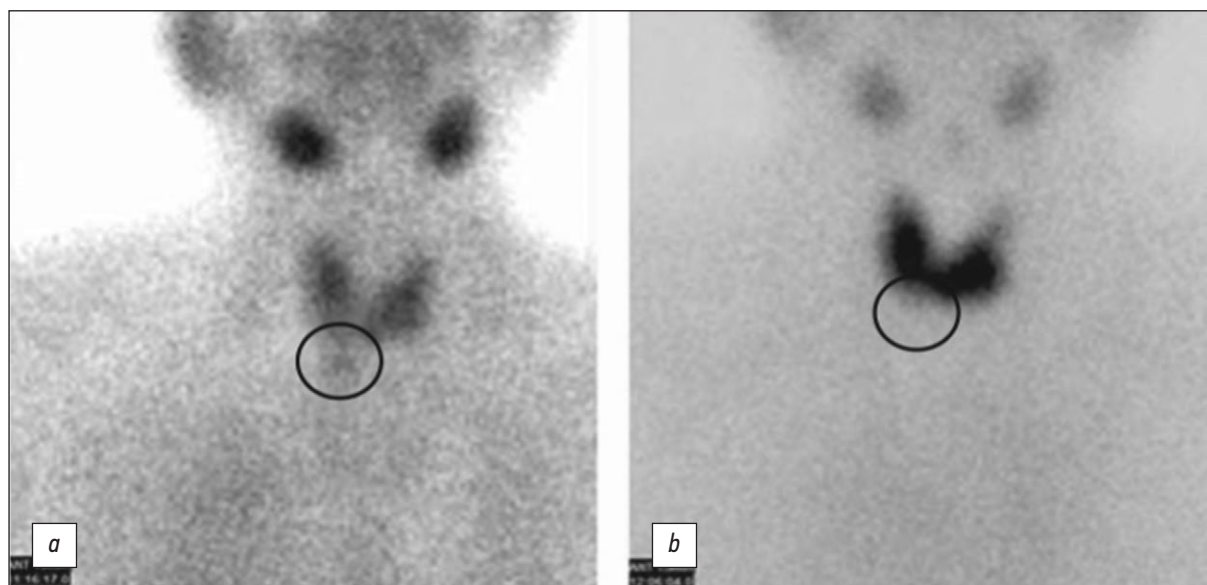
Двухизотопная сцинтиграфия: *a* — сцинтиграфия с ^{99m}Tc -MIBI; *b* — сцинтиграфия с ^{99m}Tc -TcO₄.
